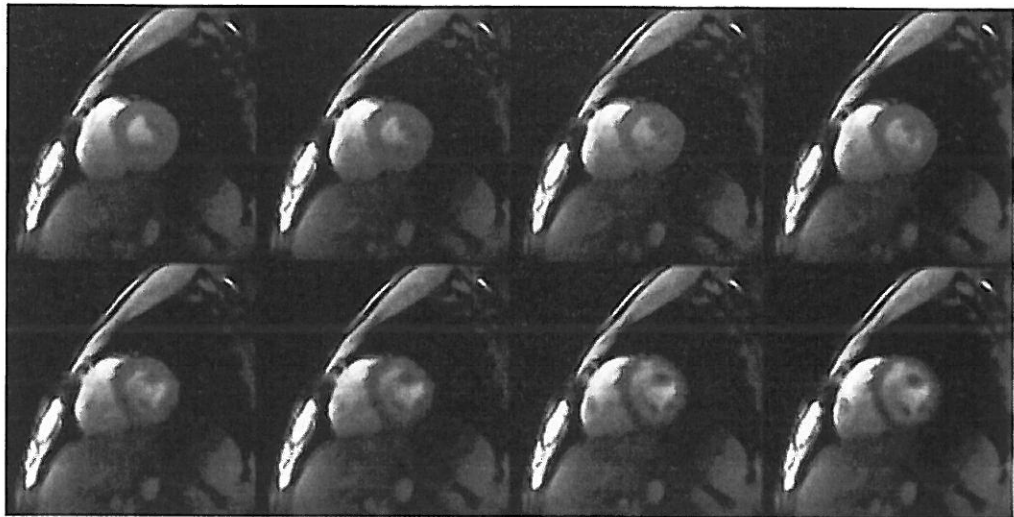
Echtzeit-MRT des Herzens von der systolischen Kontraktion (oben links) bis zur frühen diastolischen Phase (unten rechts) mit einer zeitlichen Auflösung von 33 Millisekunden.
